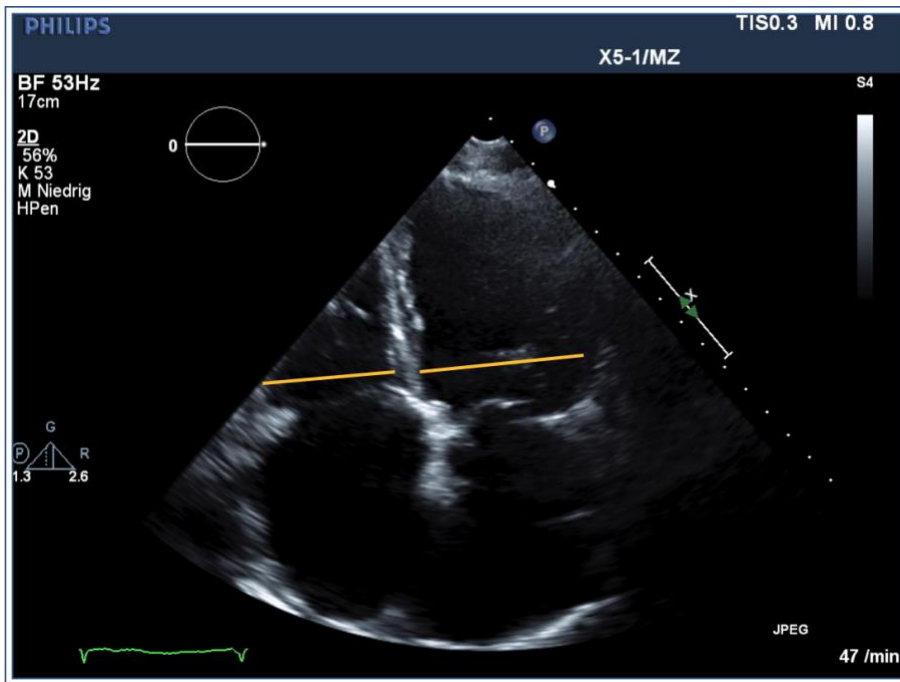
Echokardiographie RV-LV-Ratio.
